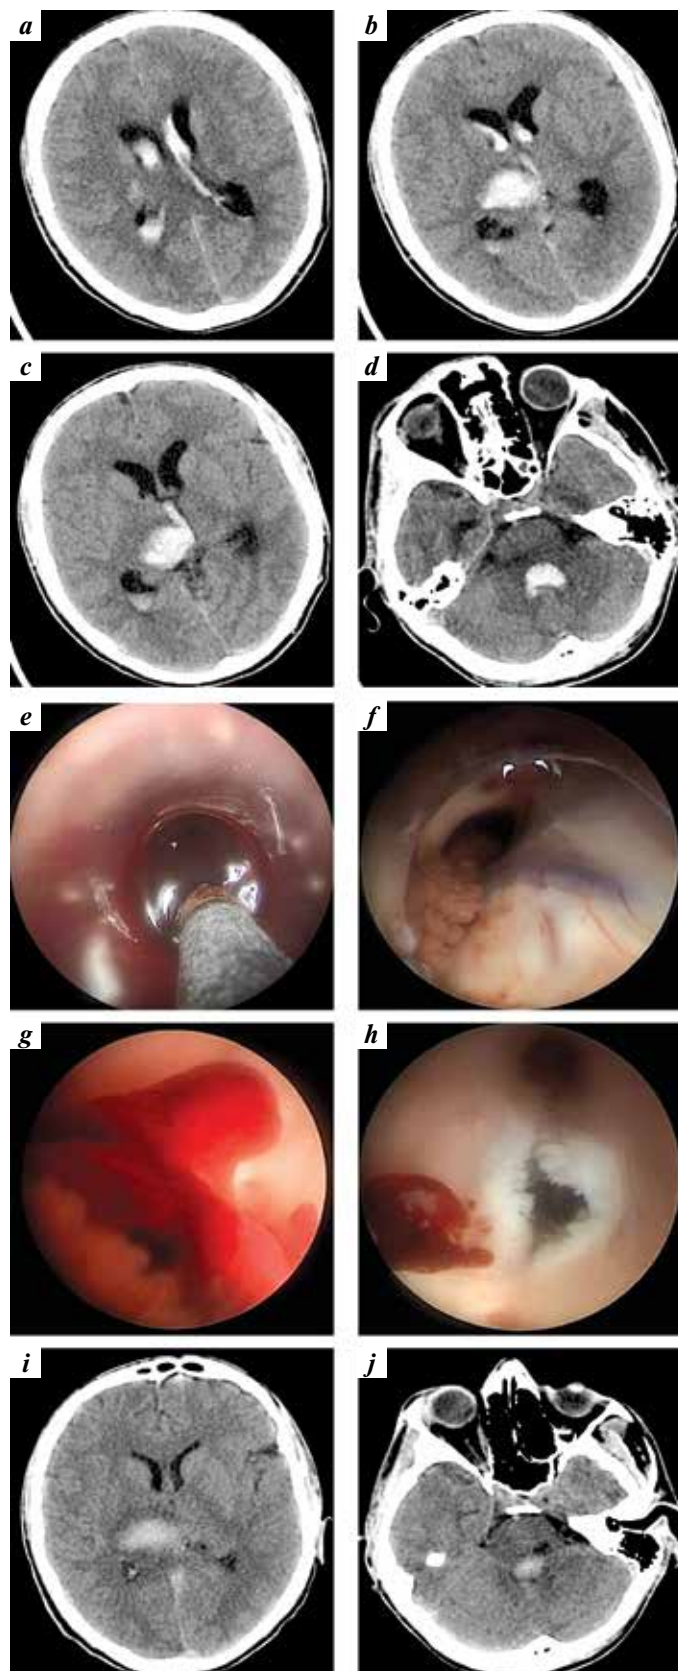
Endoscopic intraventricular hemorrhage resolution and third ventriculostomy in patient A., 24 years old, on the 3^d day after hemorrhagic stroke. CT scan of the brain: a–d – intracerebral hematoma (6 cm³), intraventricular hemorrhage in lateral, III and IV ventricles (12 cm³) (Graeb score – 6); e, f – intraventricular hemorrhage resolution from lateral ventricles; g, h – intraventricular hemorrhage resolution in the III ventricle and ventriculostomy; i, j – CT scan of the brain 7 days after surgery
